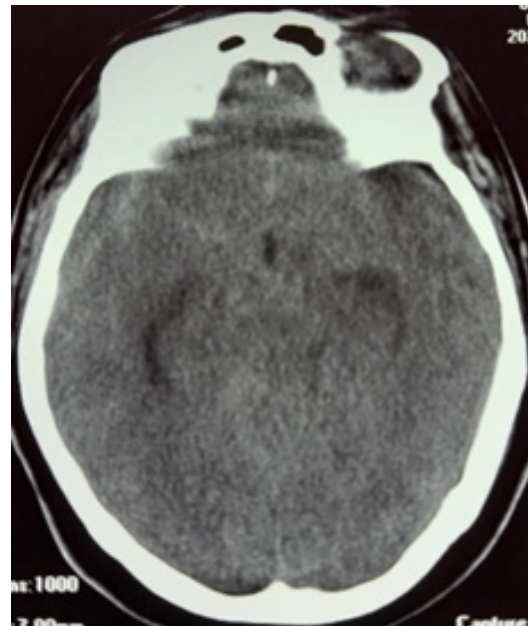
Tomografía computarizada. HSA en la cisterna selar, Silviana derecha e interhemisferica anterior (Fisher I).
